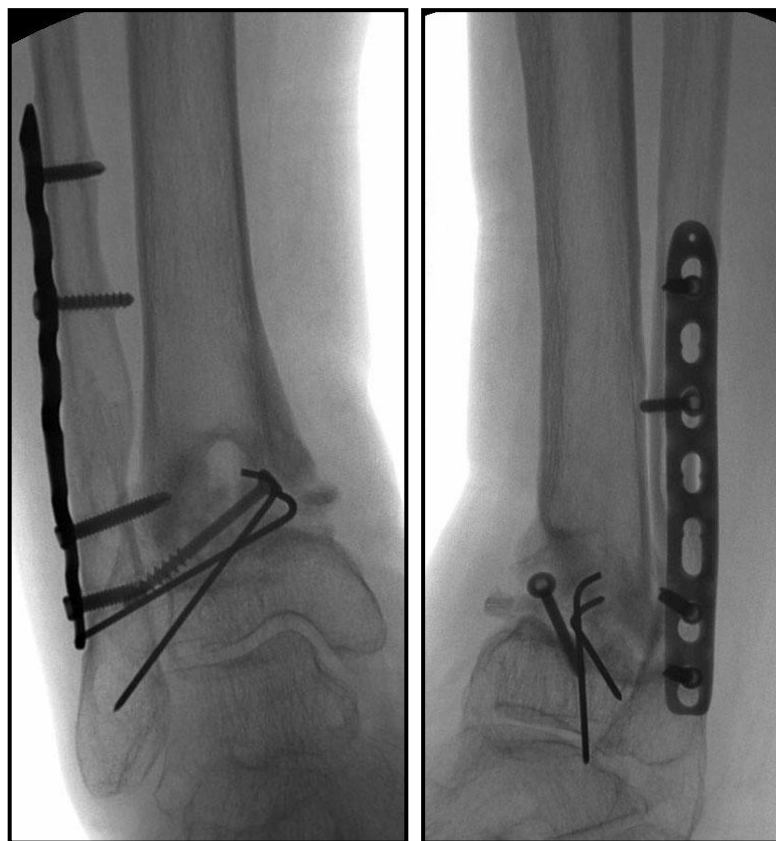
Та же больная. Рентгенограммы через 4 мес. после операции: признаков консолидации нет, определяется дефект в зоне ложного сустава большеберцовой кости.
